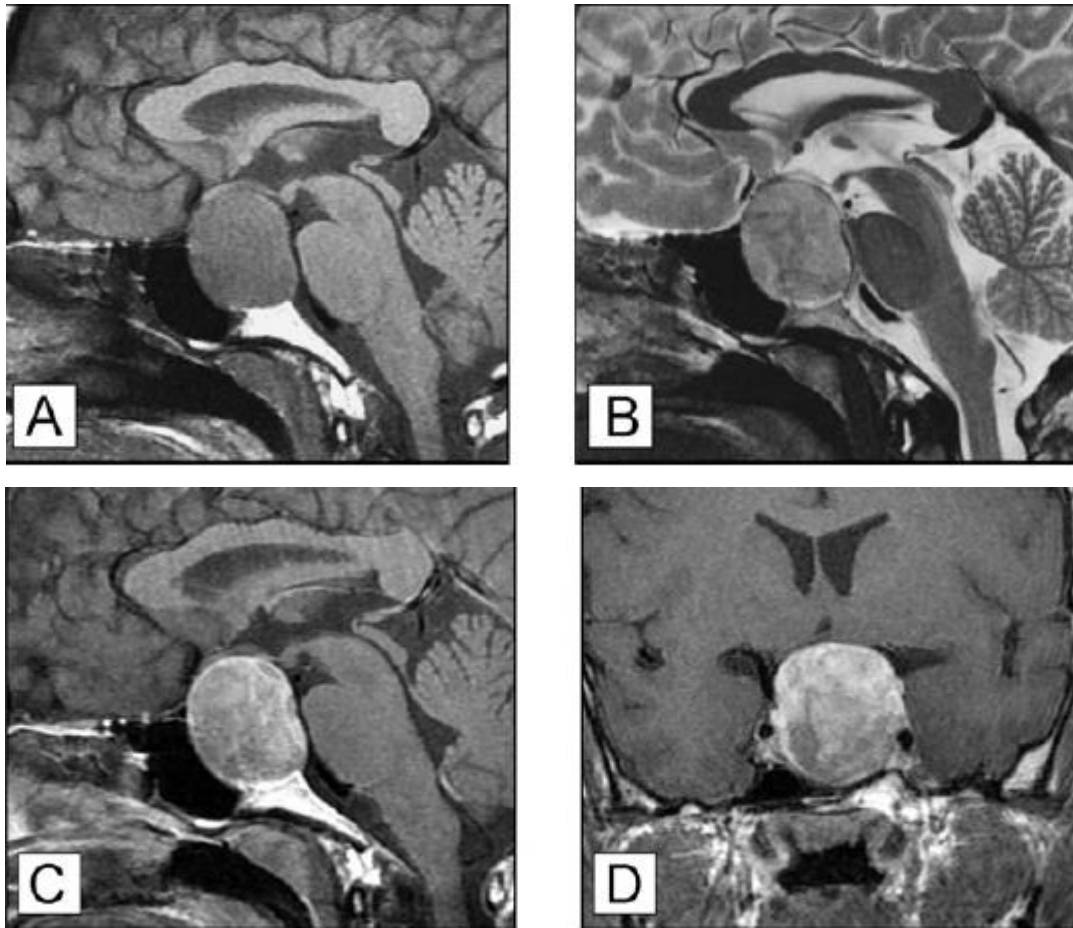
IRM en coupes sagittales T1 (A), T2 (B) et sagittale (C) et coronale (D) T1 après gadolinium
